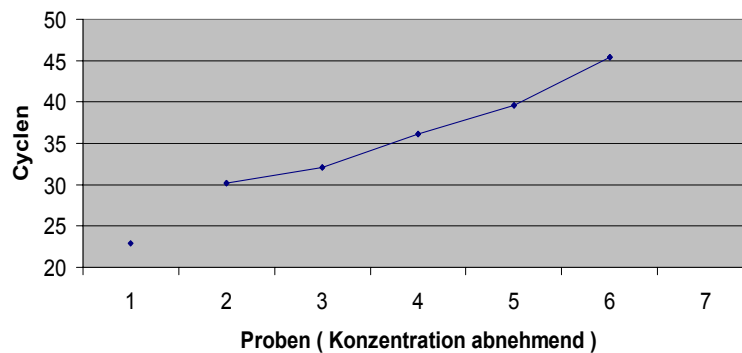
Anti-HLA DR+DP+DQ Bindungsassay: Eichkurve anhand des CT in HIV negativen Serum
